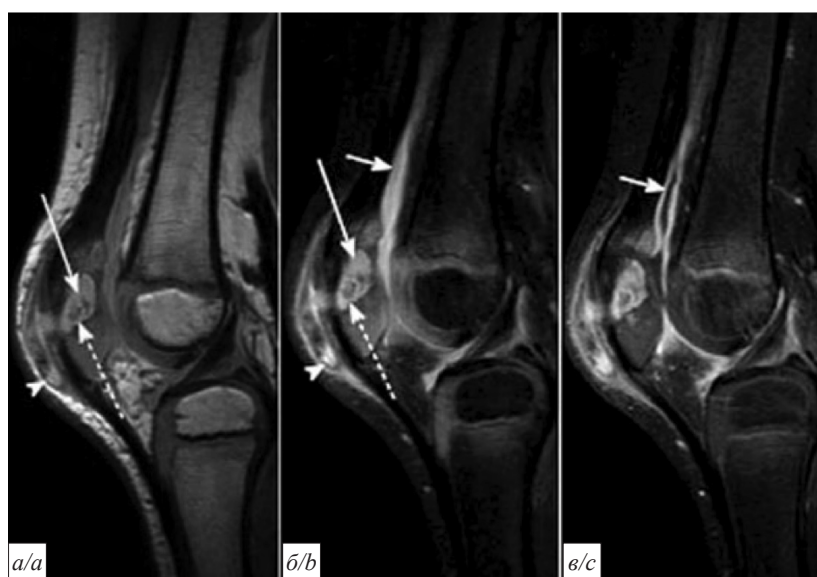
Остеомиелит с абсцессом и секвестром. МРТ правого коленного сустава.
